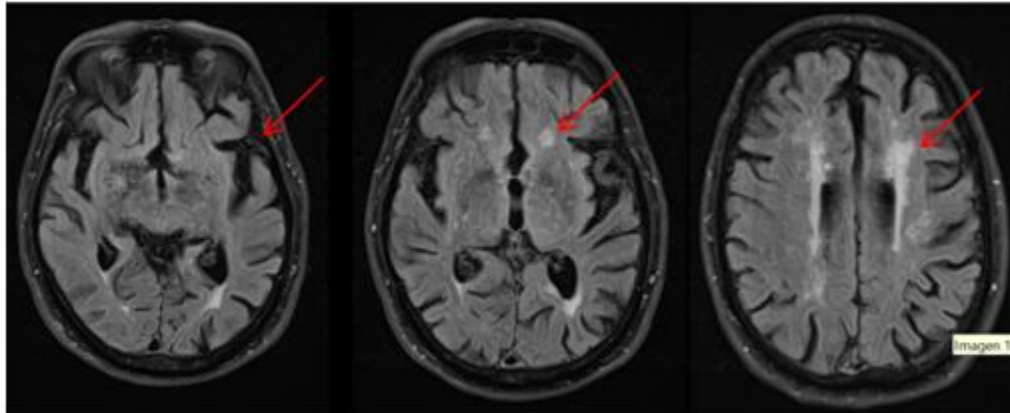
Resonancia magnética de cráneo de paciente con enfermedad de Alzheimer.
